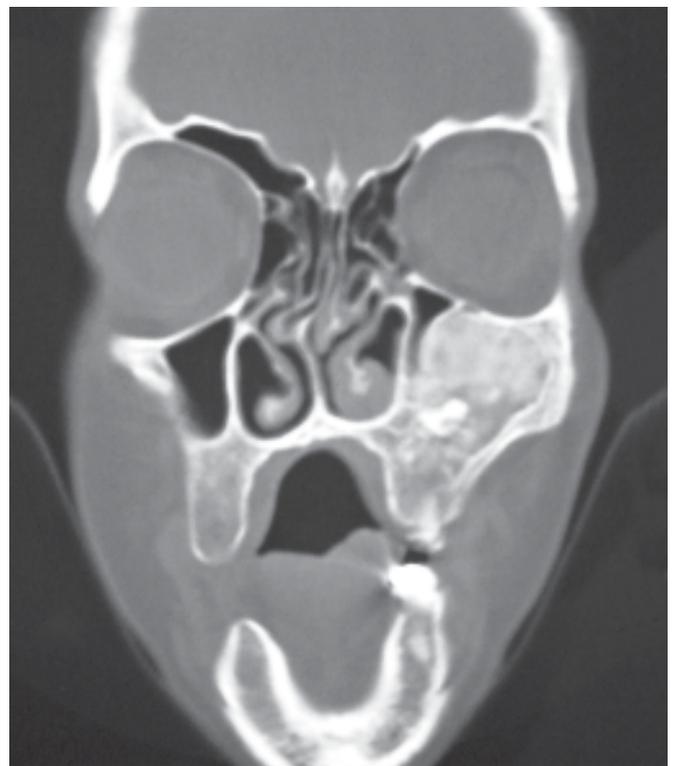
A mesma lesão da figura anterior mostra, entretanto em TC, um crescimento ósseo expansivo nítido na maxila.
